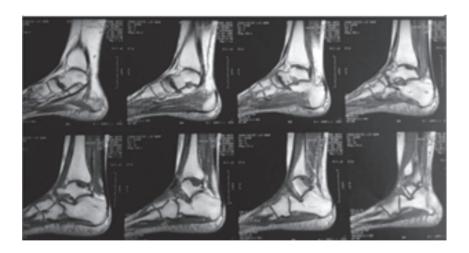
Resonancia magnética del tobillo izquierdo
